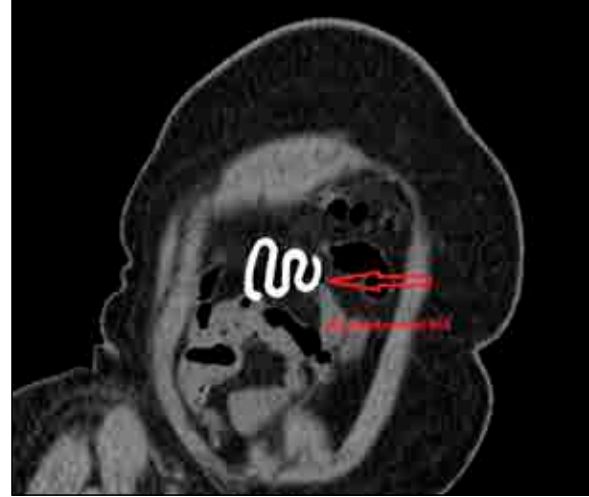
Resim a. BT incelemesi skenogramında koronal planda sağ parasantral sahada S şeklinde RIA materyali ile uyumlu radyoopasite izlenmektedir(ok).
